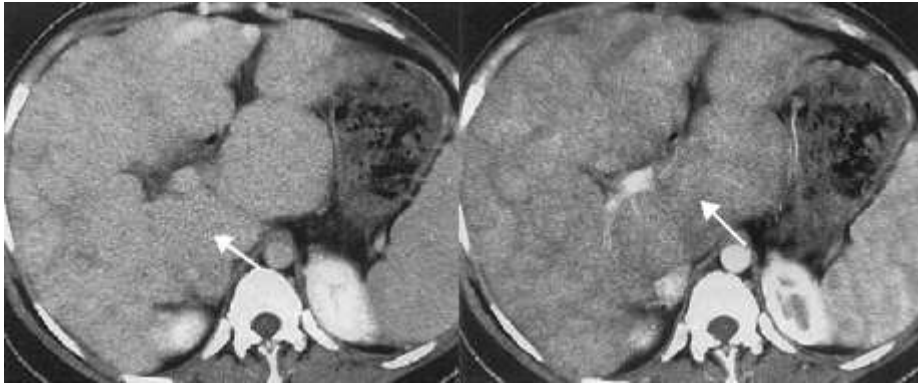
Цироз печінки на КТ
